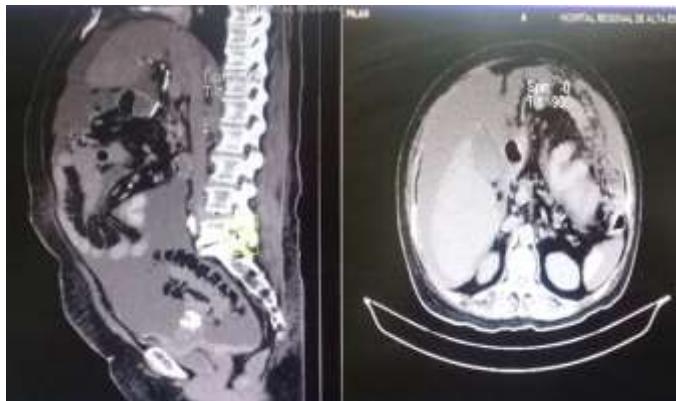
TAC contrastada.
